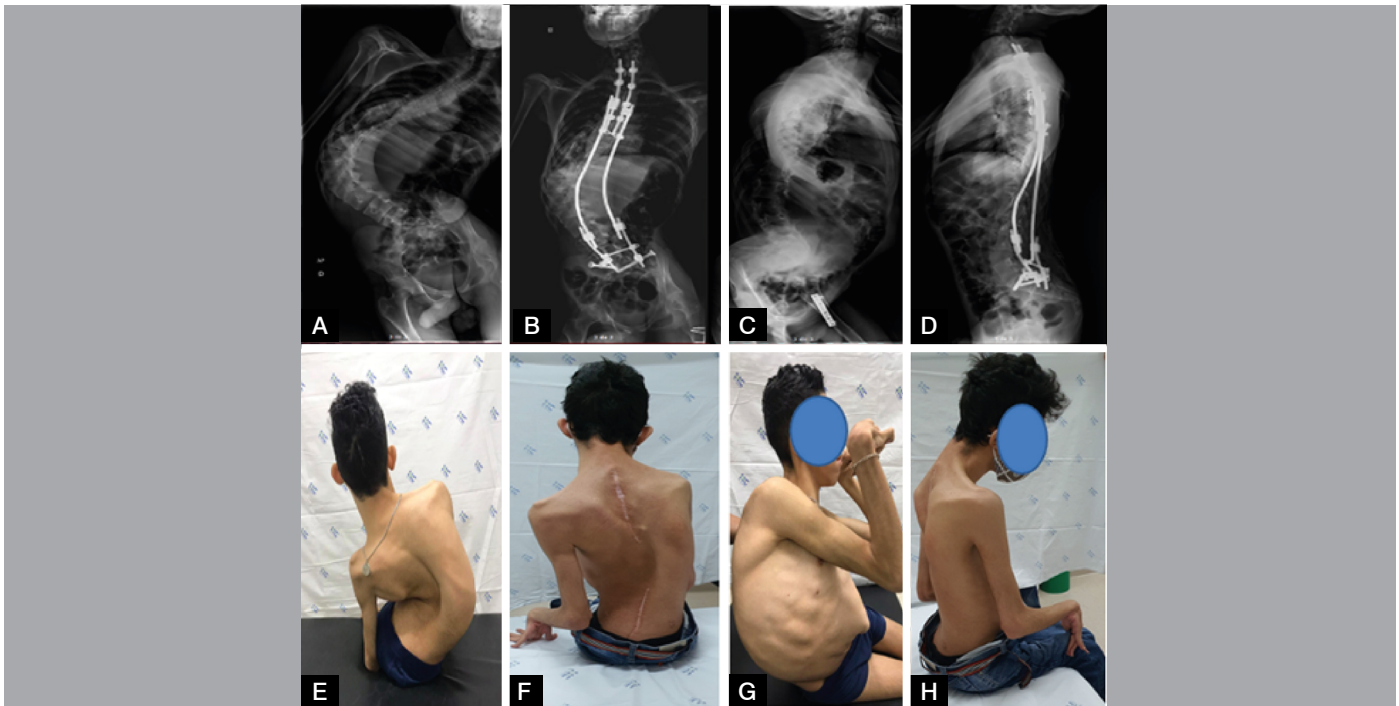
Paciente de 18 anos, portador de paralisia cerebral. (A) radiografia pré-operatória em AP; (B) radiografia pós-operatória com 12 meses de evolução; (C) radiografia pré-operatória em perfil; (D) radiografia pós-operatória perfil com 12 meses de evolução; (E-H) imagens clínicas do paciente no pré-operatório e com 12 meses de seguimento.
